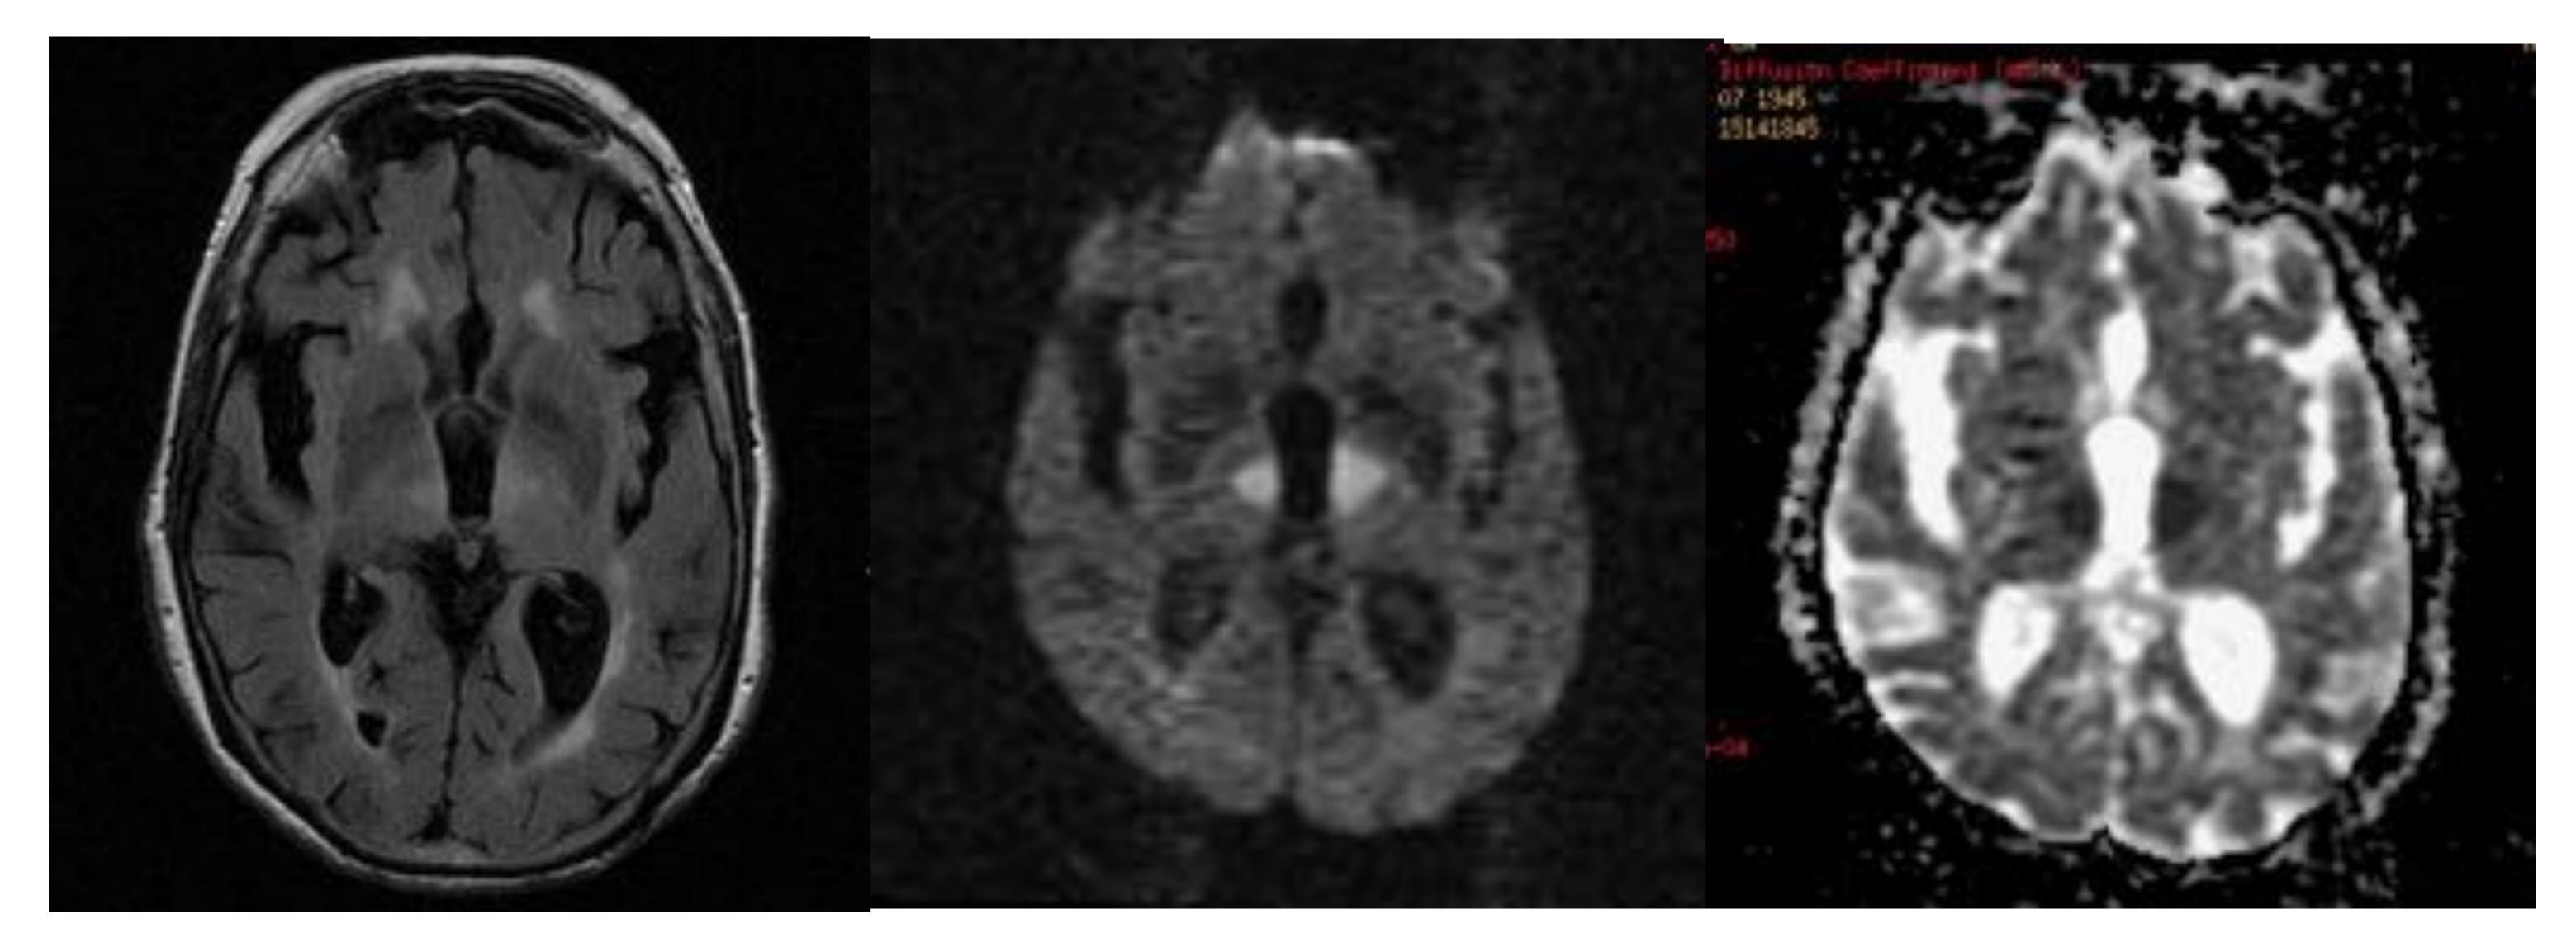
Infarto de la arteria de Percheron. Imágenes de RM axial T2, difusión y ADC. Se identifican focos hiperintensos en la región medial de ambos tálamos con restricción de la difusión compatibles con isquemia reciente.
